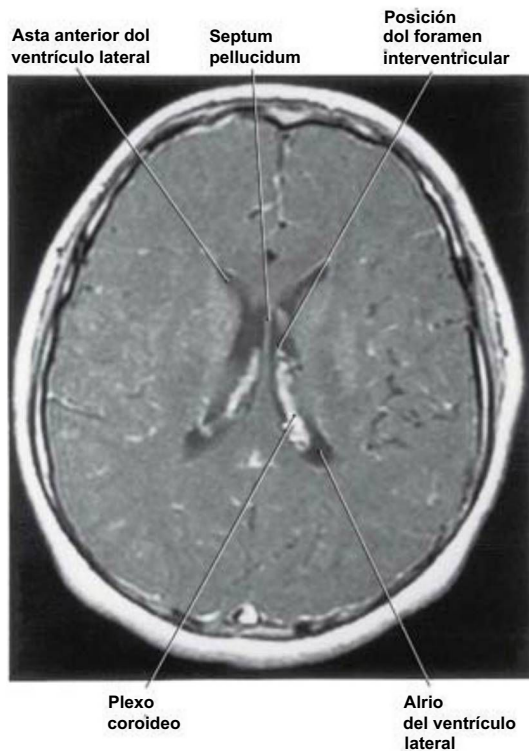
Imagen axial de resonancia magnética que muestra el plexo coroideo en el cuerpo del ventrículo lateral entre el atrio y el punto por donde pasa a través del foramen interventricular.
